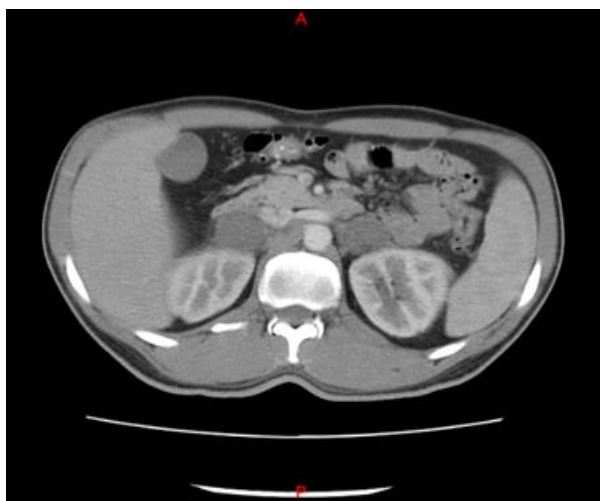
Na imagem da TC são observadas massas adrenais bilaterais. Fonte: Autor (2022).
